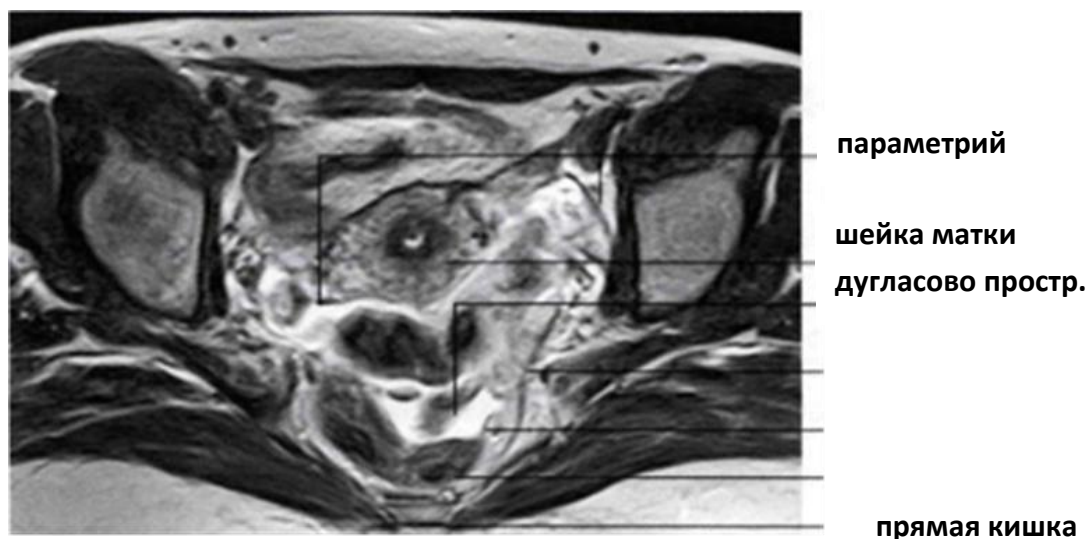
МР-томограмма органов малого таза (T2 ВИ в аксиальной проекции)
